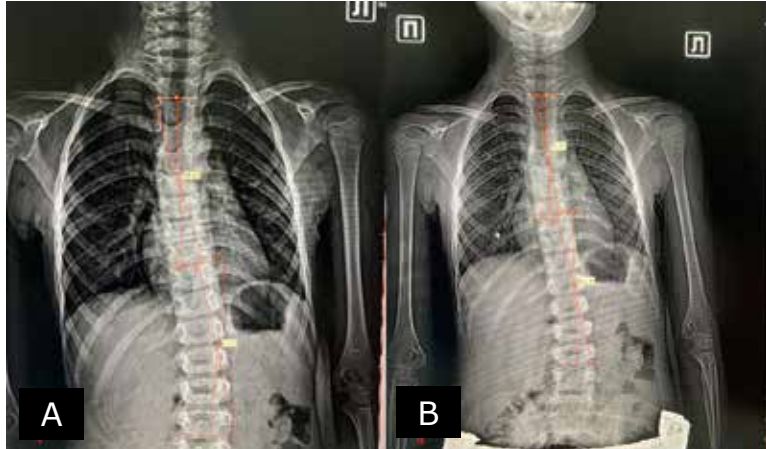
Слева — тыльное сгибание левого голеностопного сустава 90 градусов, справа — рентгенограмма грудного и поясничного отделов позвоночника пациента А. (А — без стелек, В — в стельках с подпяточником)
